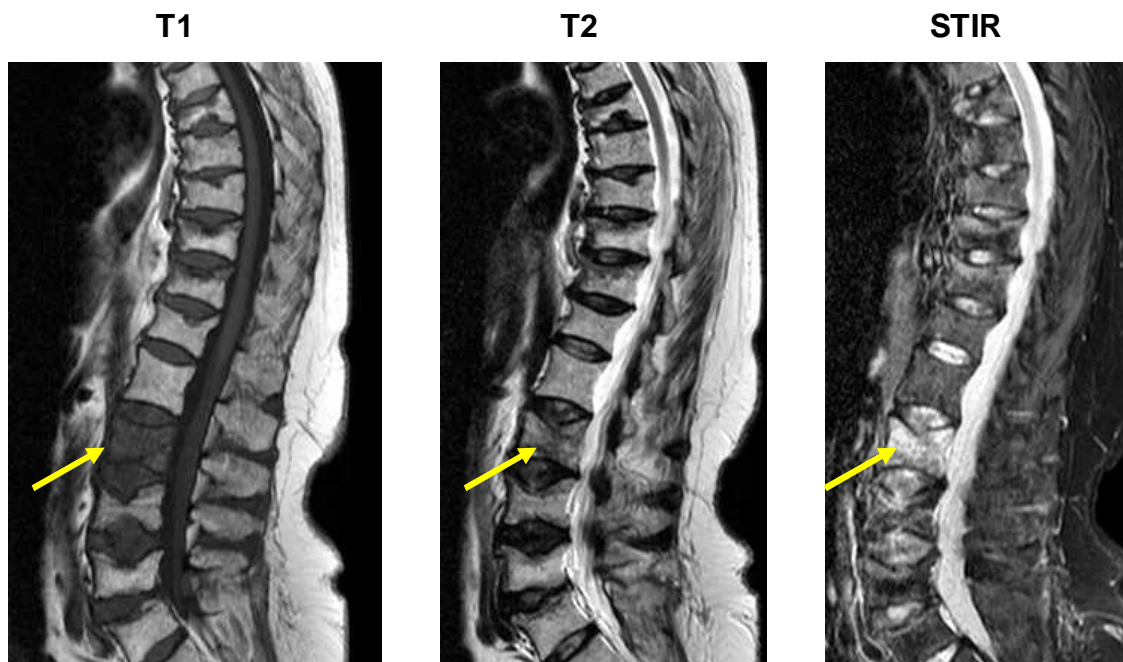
Darstellung einer Wirbelfraktur im MRT: hohe Signalintensität als Hinweis auf frische Fraktur in der T2- und STIR-Sequenz (Pfeil)
